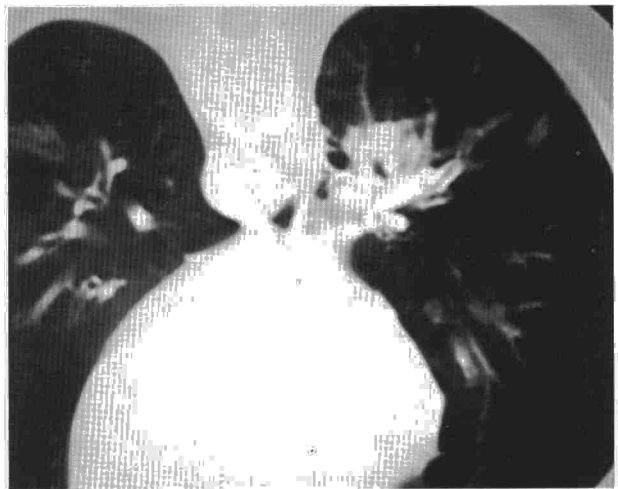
TAC torácica: corte a nivel de lóbulos inferiores, presencia de nódulos en bronquios segmentarios de lóbulo inferior derecho con neumonitis obstructiva del segmento apical y posterobasal del lóbulo inferior derecho.
